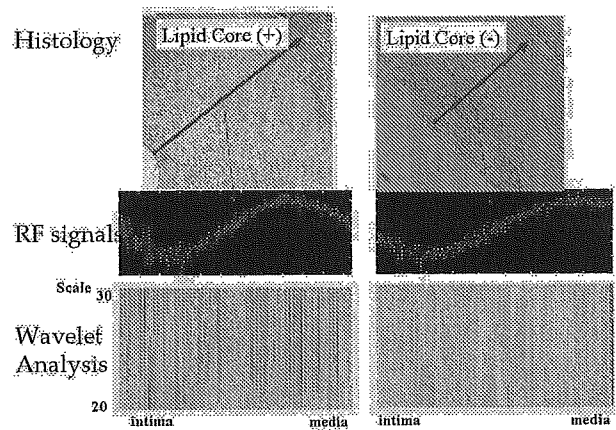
図1血管内エコー法のウェーブレット解析による脂質コアの同定法:脂質コアのあるプラークからのエコー信号のウェーブレット解析では、特徴的な縞状のパターンが見られた。
